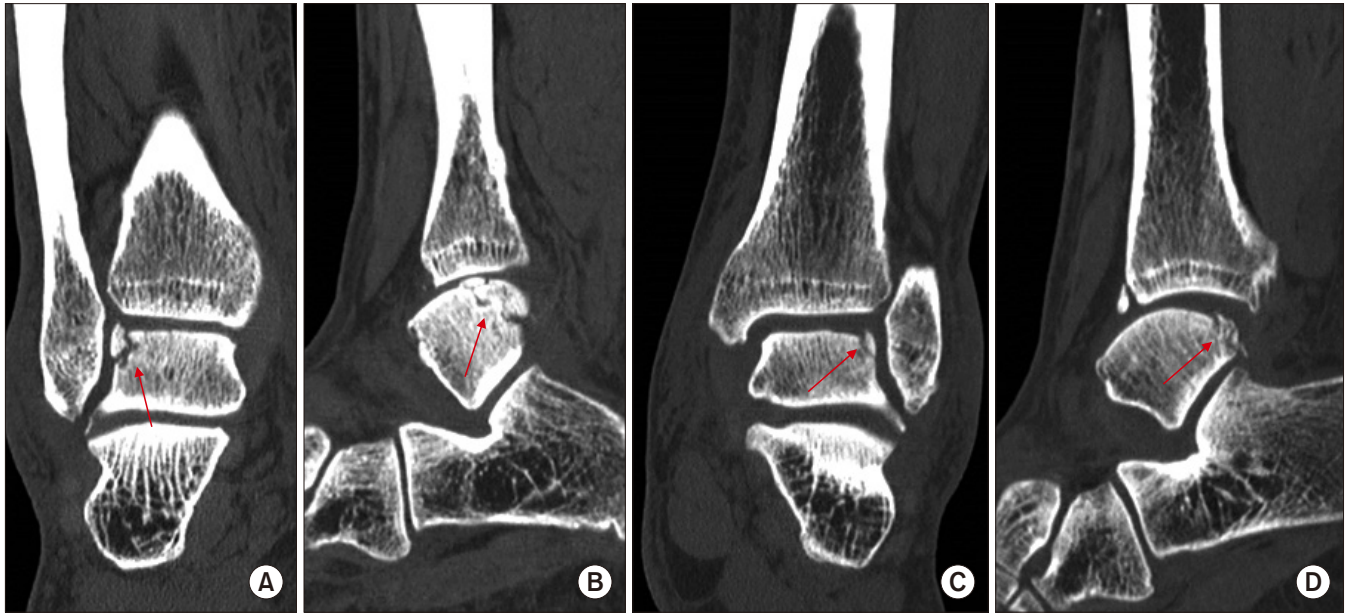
Preoperative computed tomography shows a detailed nature of right [A, coronal; B, sagittal] and left [C, coronal; D, sagittal] talar gutter osteochondral fractures (arrows).
